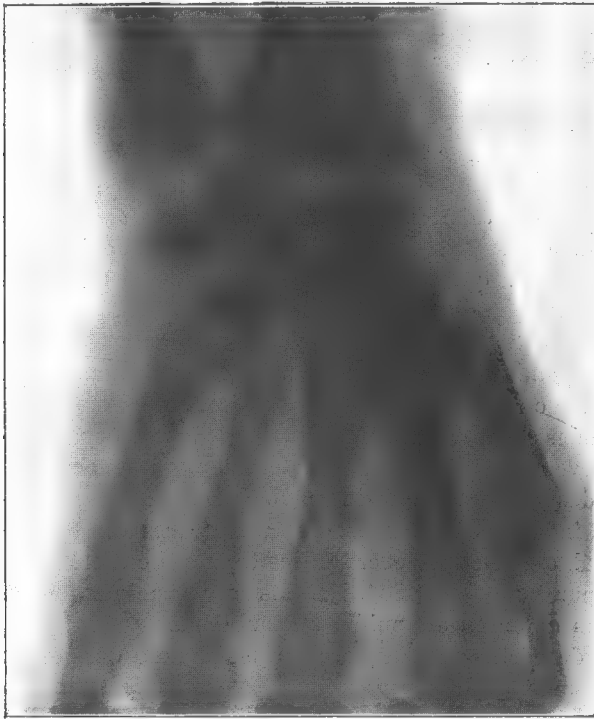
Luxation du grand os sans énucléation du semi-lunaire. Fracture des deux apophyses styloïdes. (Radiographie du malade de Routier.)
